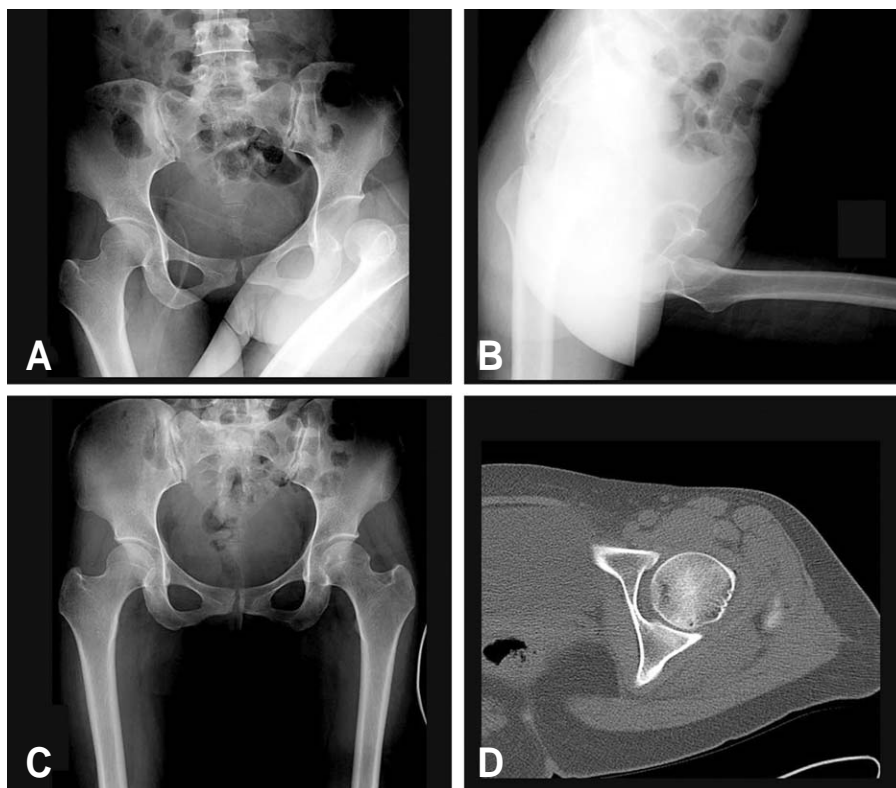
(A) (B) A 32-year-old female sustained Thompson-Epstein type I fracture-dislocation of hip. (C) (D) She was treated with closed reduction and skeletal traction and the radiograph and CT taken after closed reduction. She showed excellent clinical result.
